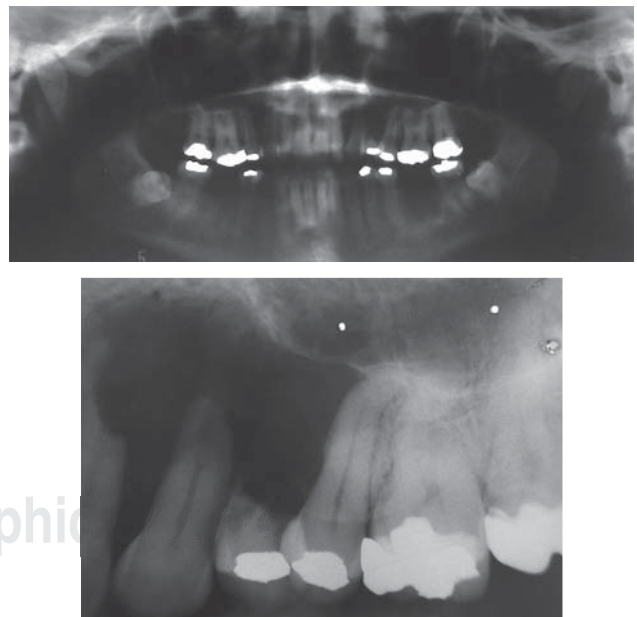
Ortopantomografía y proyección dentoalveolar de la lesión. De bordes bien definidos, con rizólisis y extensión hasta el seno maxilar.
